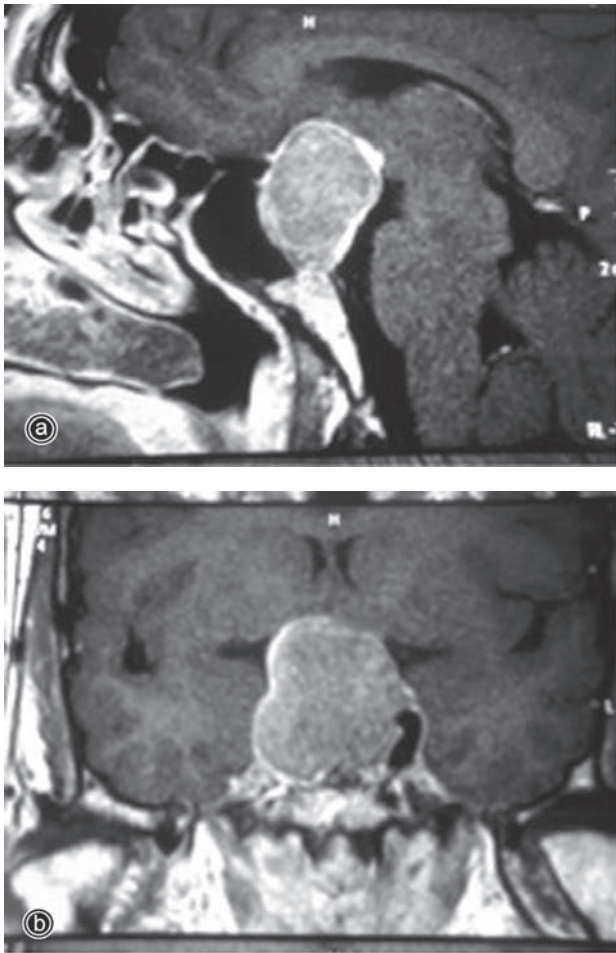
Resonancia magnética nuclear de la hipófisis con medio de contraste. a) Sagital y b) Coronal. Se observa un macroadenoma con destrucción parcial de la silla turca con crecimiento supraselar y paraselar y desplazamiento de los senos cavernosos (HARDY-IIID).
